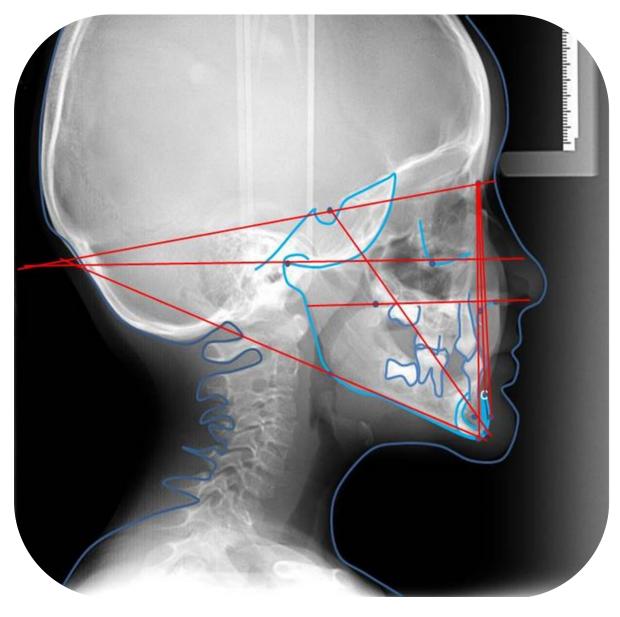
Trazado Lateral de Cráneo. Fuente Propia. Radiografía Lateral de Cráneo. Fuente Clínica de Admisión ENES-UNAMLeón.
